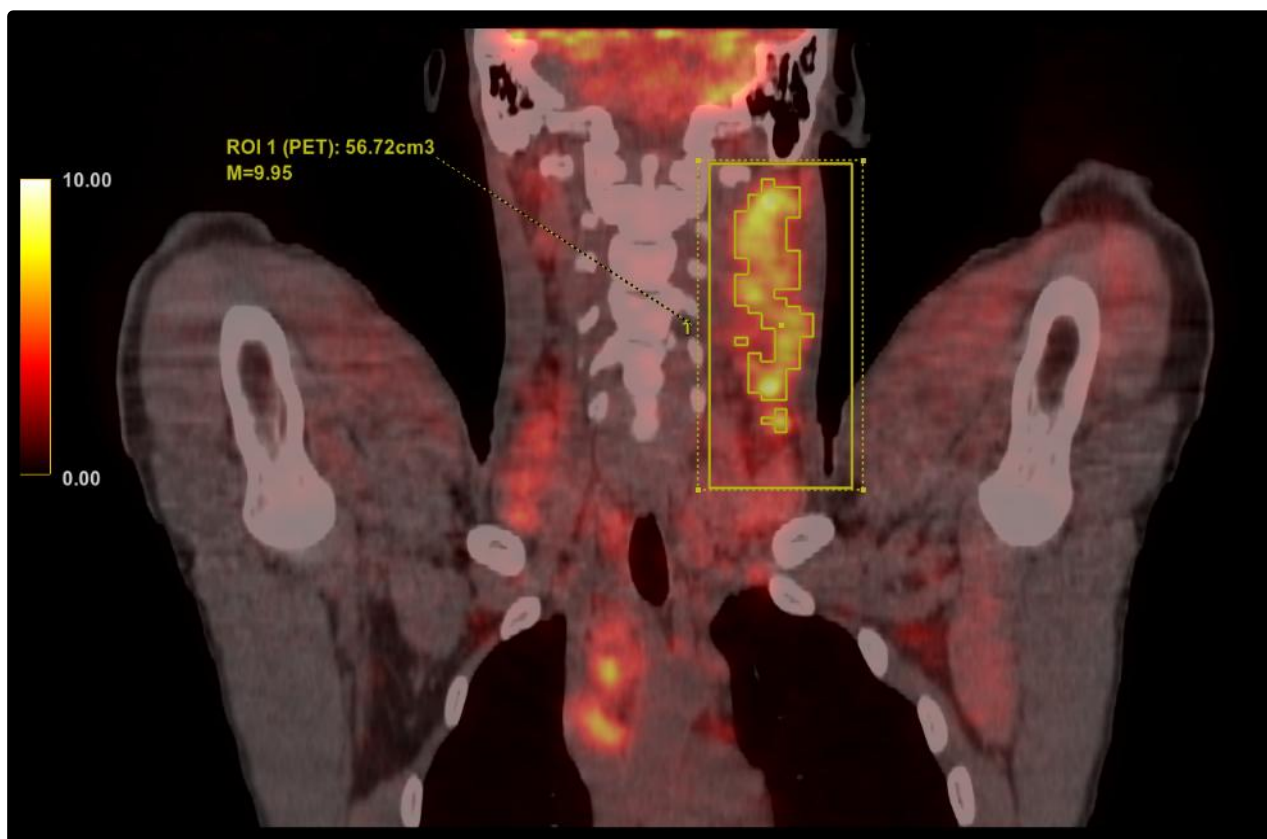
Лимфома Ходжкина, нодулярный склероз 2 типа, IV ст. Опухолевый конгломерат шейных лимфоузлов слева с измерением уровня поглощения РФЛП и опухолевого объема. SUV_{max} = 9,95. MTV = 56,72 см³
